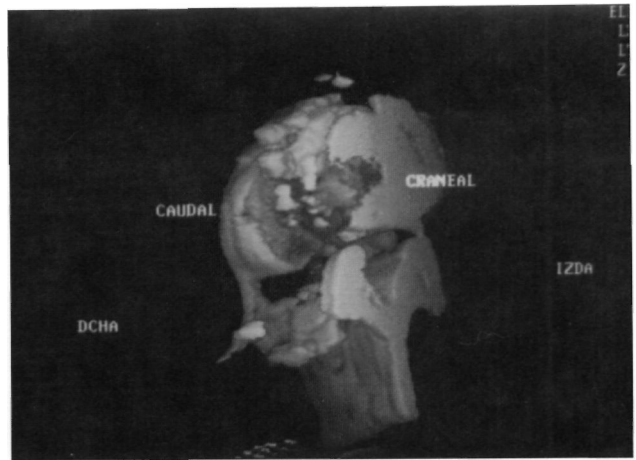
Metástasis en L1 de neoplasia de pulmón. Reconstrucción con 3D-TAC mostrando lesión destructiva en mitad derecha del cuerpo vertebral.
